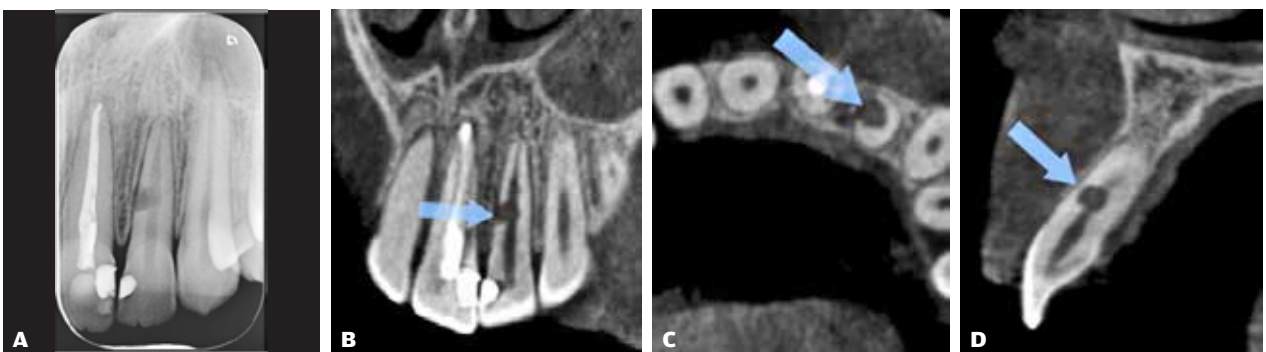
Intern resorption i 22, der har perforeret rodoverfladen mesialt. A: periapikalt røntgenbillede; B: CBCT-snit i det koronale plan; C: CBCT-snit i det aksiale plan og D: CBCT-snit i det sagittale plan. Pile i B og C markerer tydeligt overfladebrud.
